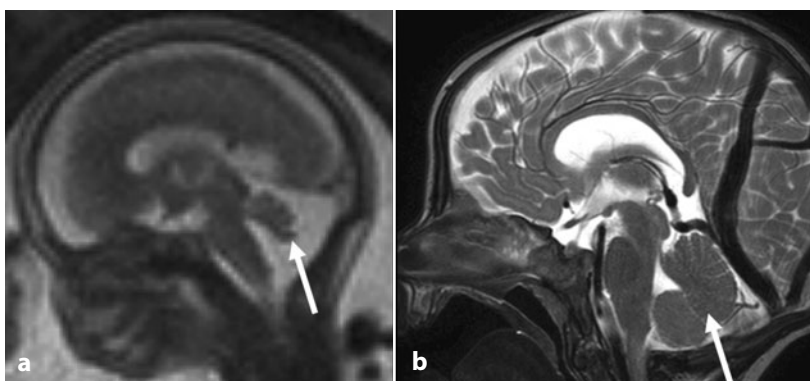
Agenesia parziale del verme cerebellare. a Immagine sagittale pesata in T2 a 22 settimane di gestazione mostra l'assenza della porzione inferiore del verme cerebellare (freccia) e il conseguente ampliamento degli spazi liquorali pericerebellari. Si noti la regolare inserzione del tentorio (freccia). b Immagine sagittale T2 del medesimo soggetto in epoca postnatale conferma i reperti di RM fetale (freccia) e mette in evidenza la presenza di seno falcino
